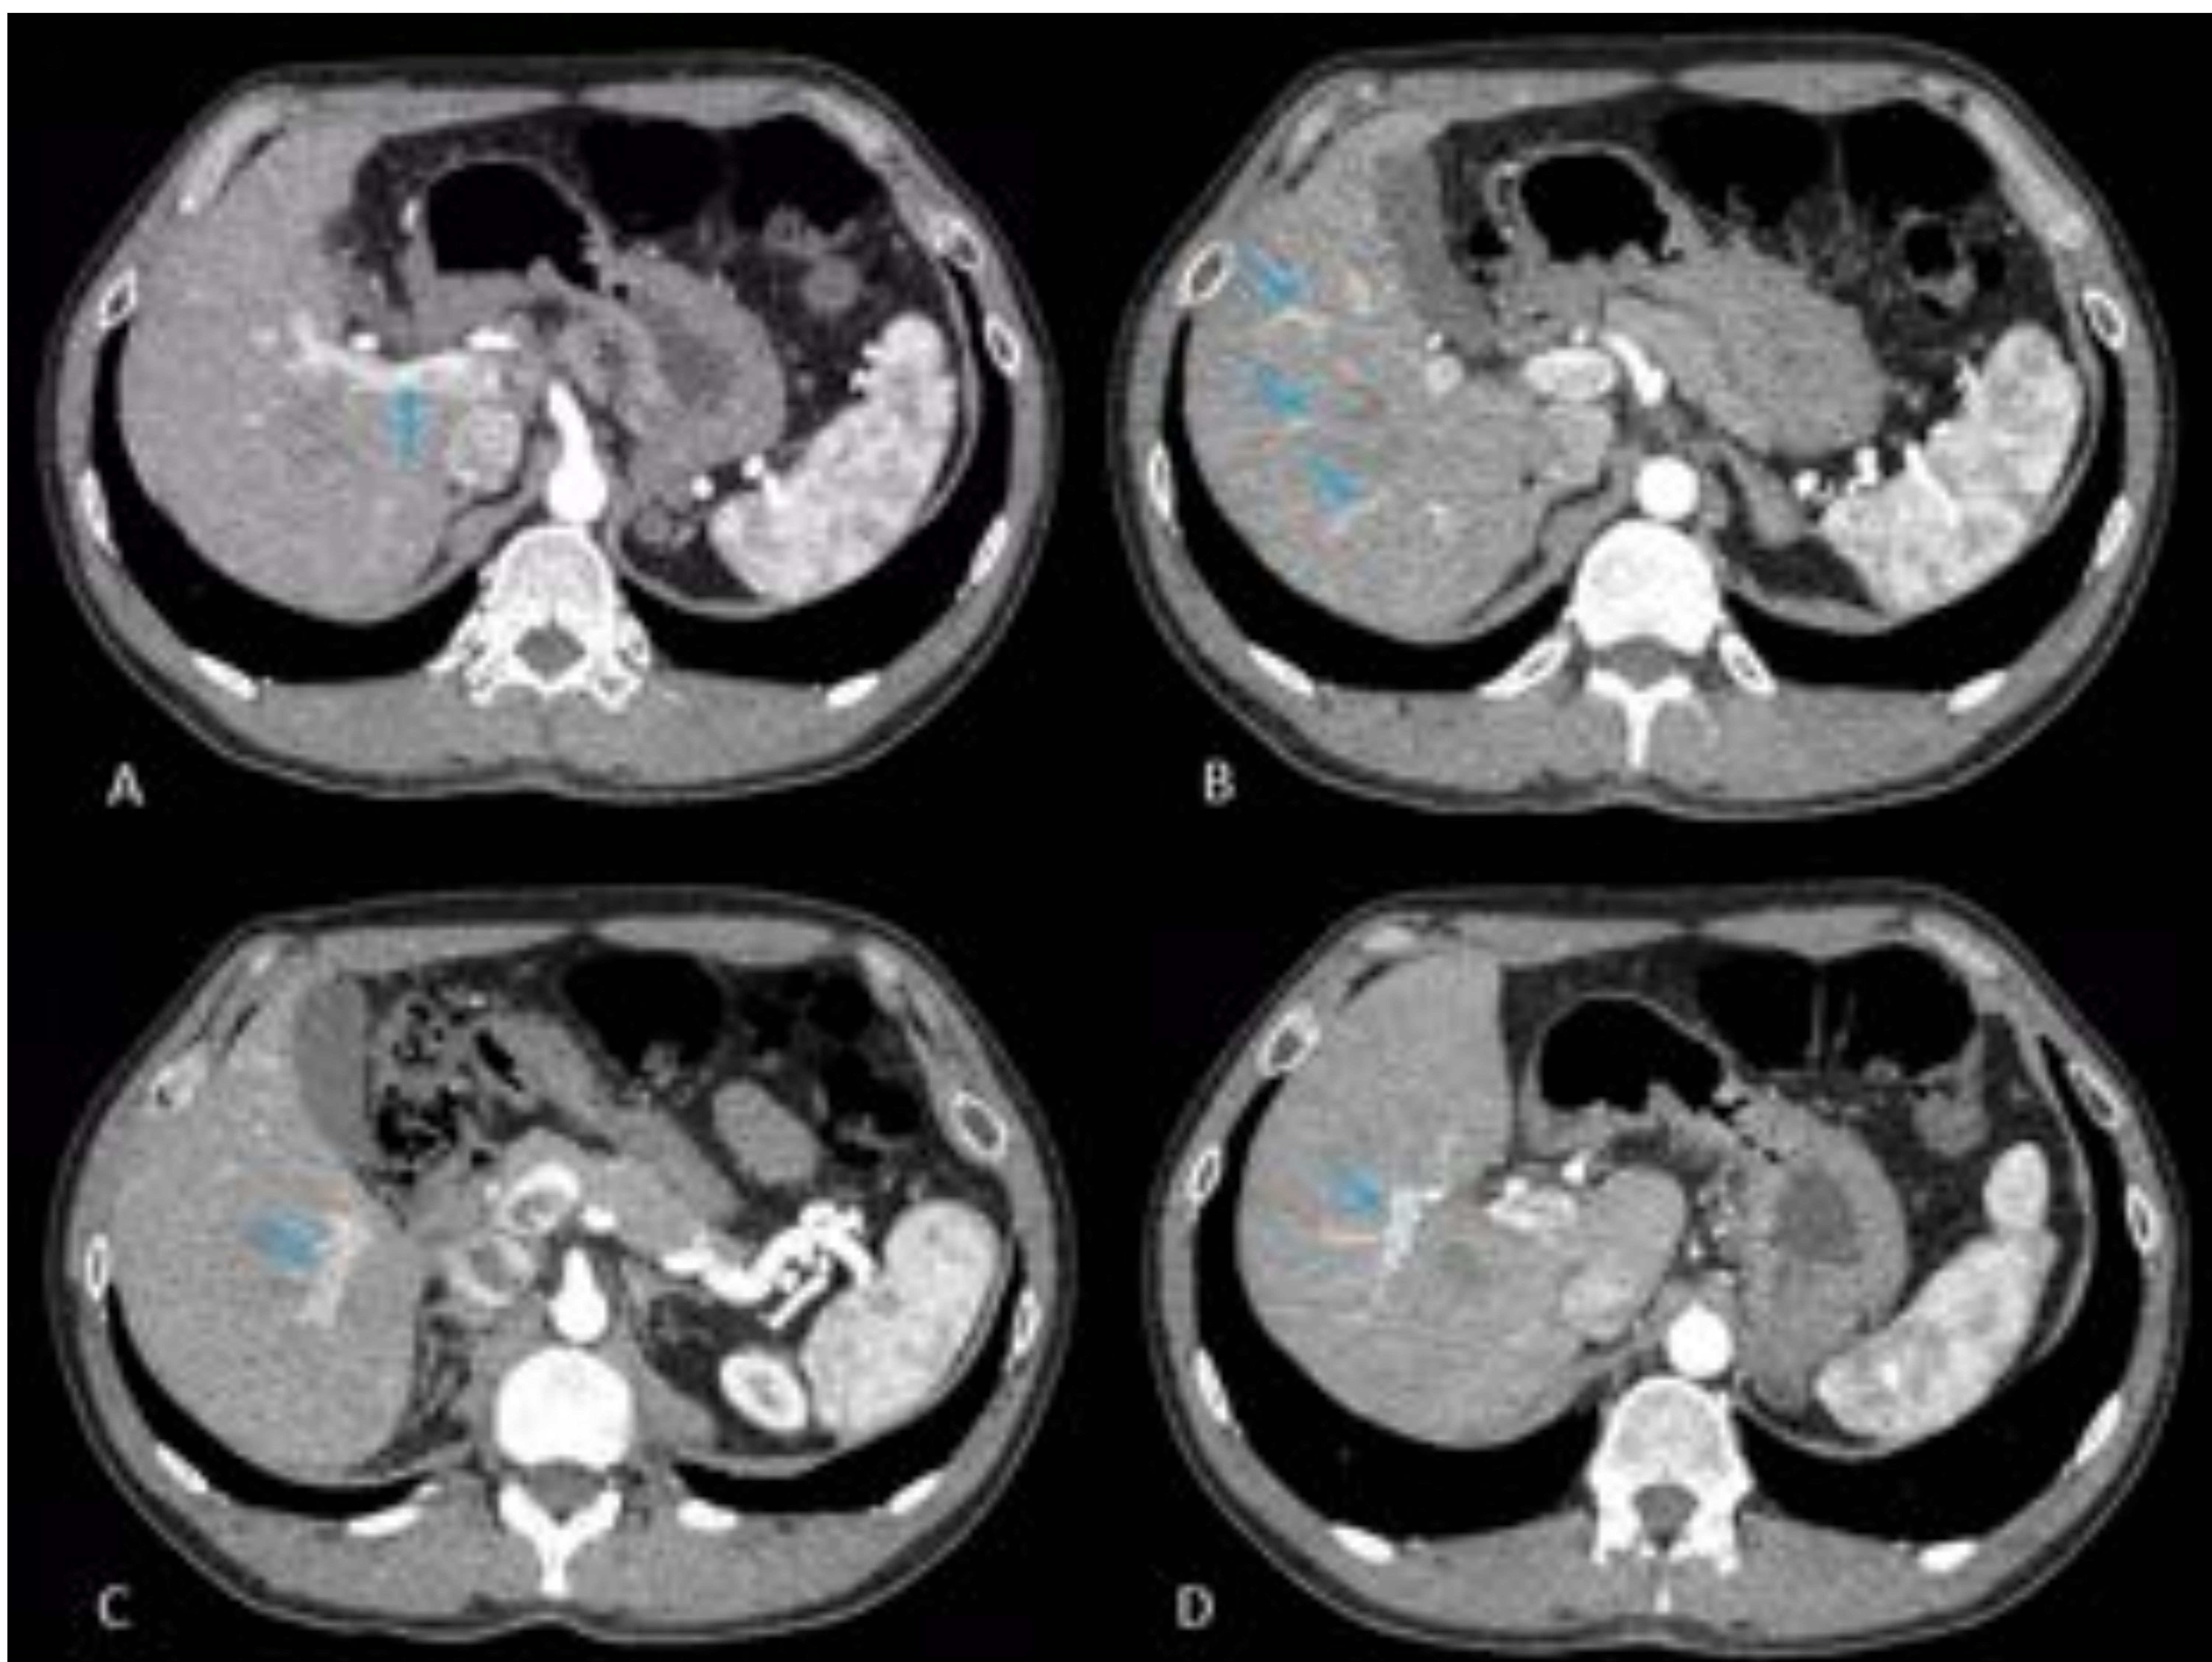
A,B,C,D : TC cortes axiales con contraste intravenoso en fase arterial. Repleción precoz de la vena porta (A) y de ramas portales (B,C,D) en relación con fístulas arterioportales difusas. Hospital Universitario de Bellvitge.
